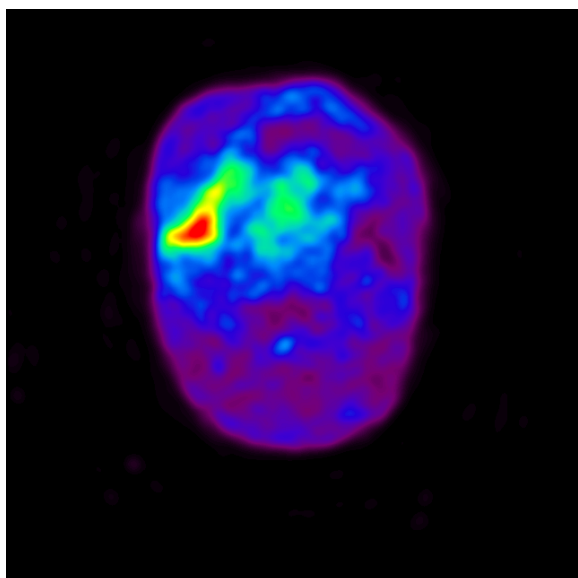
FDG 投与 1 時間後 PET 画像 (SUVmax7.4)
